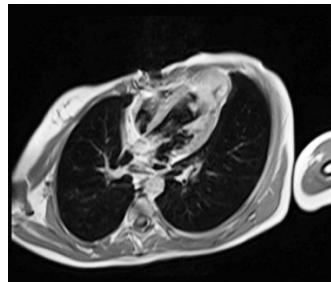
Cardiac MRI demonstrating 2 masses in the left ventricular apex.
